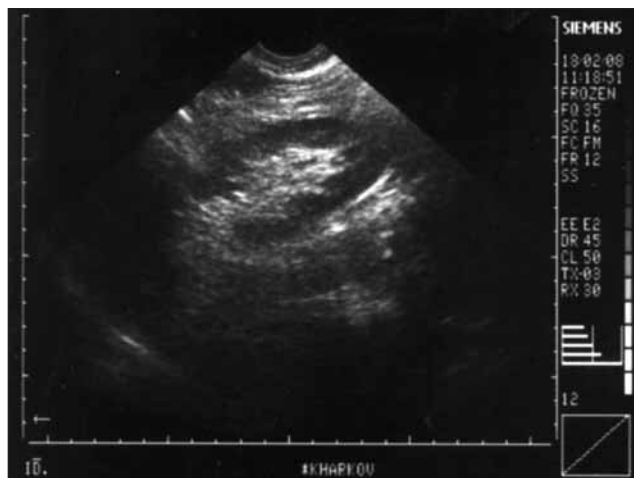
УЗИ той же больной через 2 мес после энуклеации. Полное анатомическое восстановление контура почки
